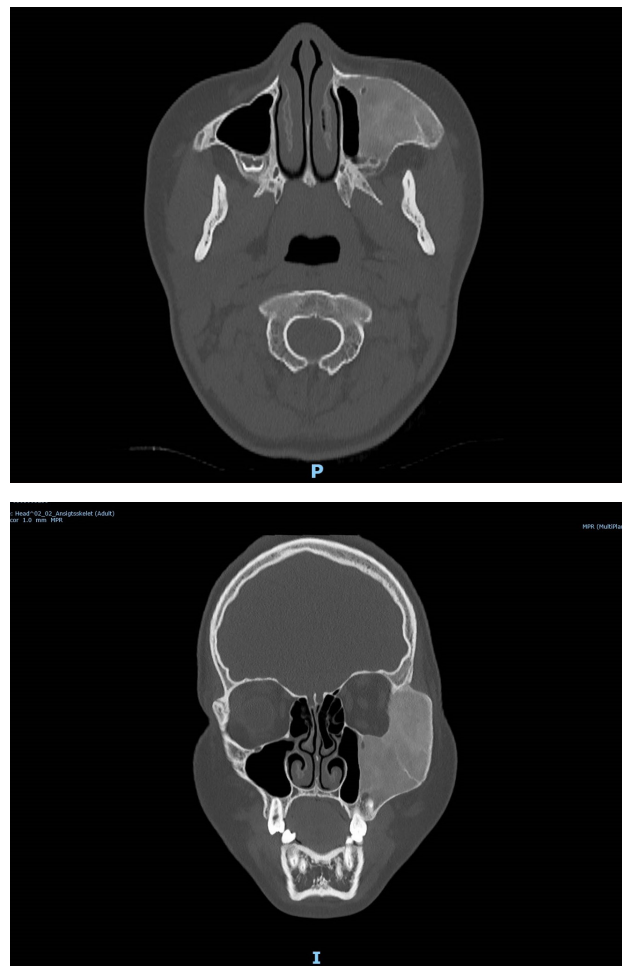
CT-scanning i aksiale og koronale snit visende facial asymmetri og knogleforandringer på os maxillaris og os zygomaticus venstre side. Den matte glasagtige, radiolucente læsion markeret med pil.
